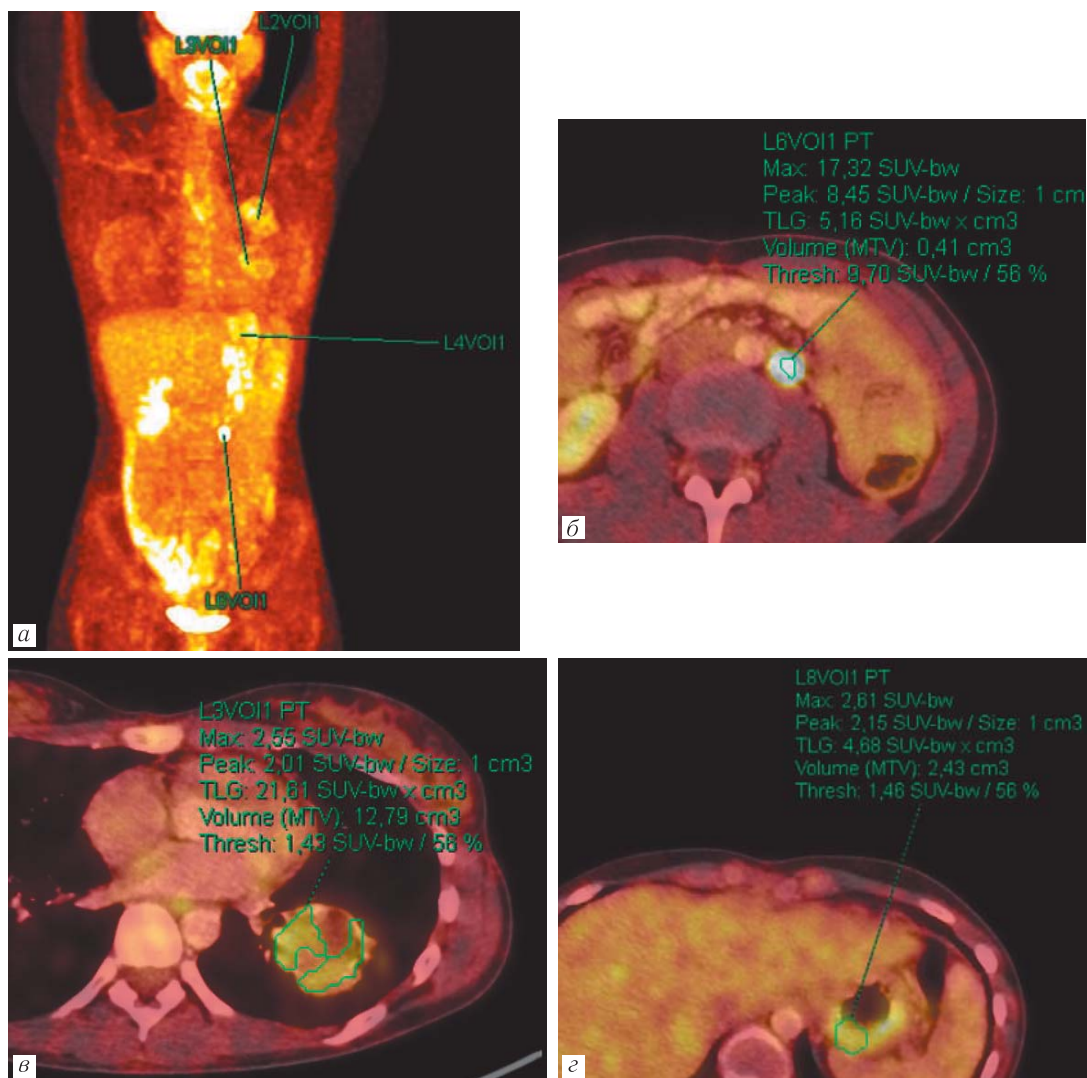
При ПЭТ-КТ с ^{18}F -ФДГ определяется: выраженный очаг патологического гиперметаболизма РФП (SUVbw=17,3) в выявленном забрюшинном образовании (а, б); незначительно выраженный патологический гиперметаболизм ФДГ в выявленных новообразованиях левого легкого (SUVbw=2,55) (в) и стенке желудка (SUVbw=2,61) (г)
